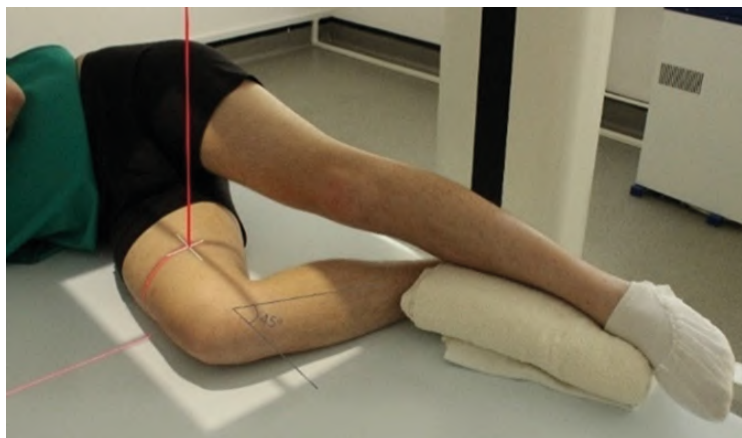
Рентгенография бедренной кости. Боковая проекция, дистальный отдел
